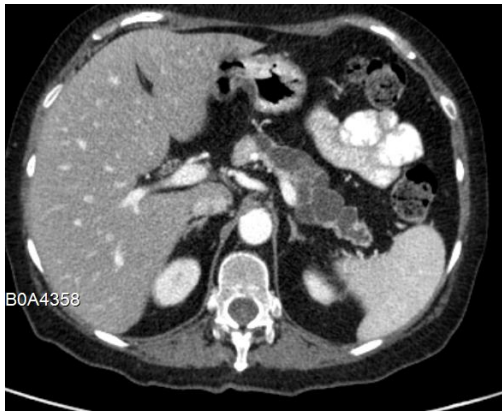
TC: lesões quísticas no corpo e cauda do pâncreas, multiseptadas.
